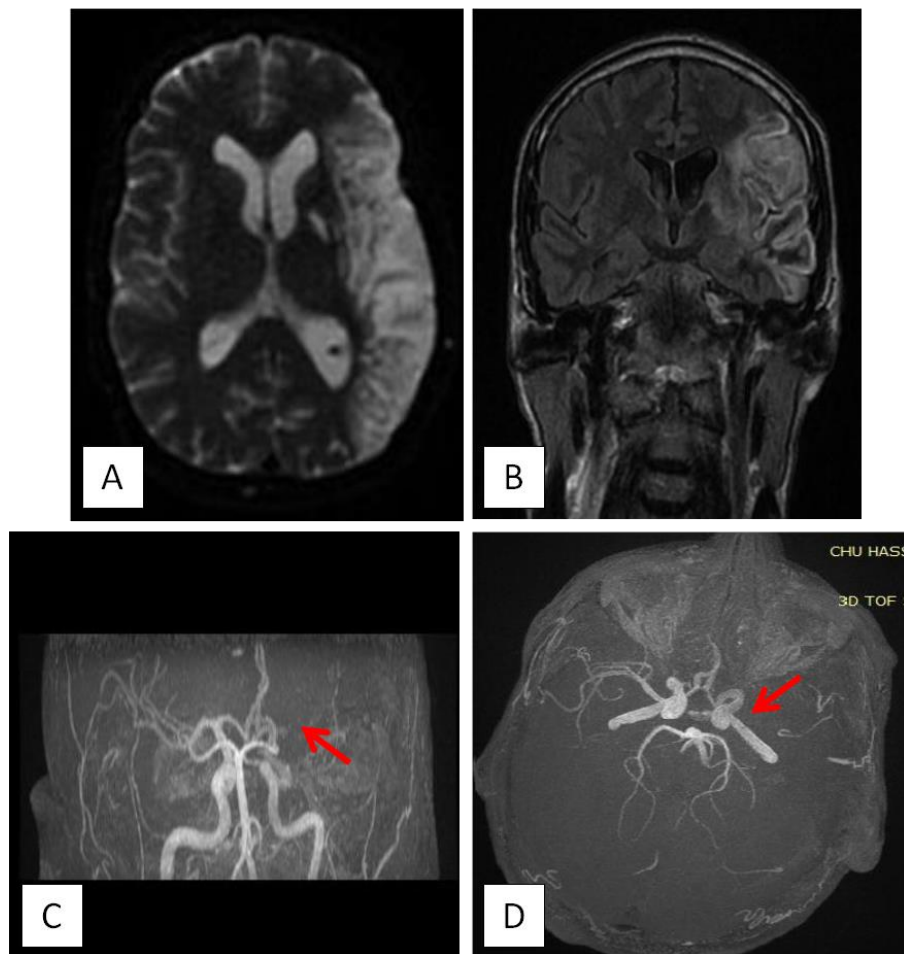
L'IRM cérébrale montre une plage lésionnelle cortico sous corticale fronto-temporo-insulaire gauche en hypersignal T2 (coupe axiale : A) et FLAIR (coupe coronale : B). Les séquences angiographiques en 3DTOF (C, D) montrent une sténose de l'artère sylvienne gauche (flèches rouges).
